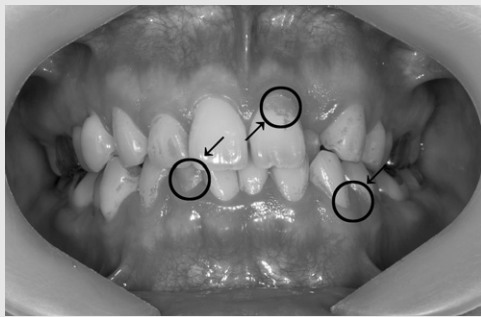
초음파치석제거기 사용 후 치면세균막 착색상태. 치석이 존재하지 않았던 부위(화살표)의 치면세균막은 잘 제거되지 않는다.
